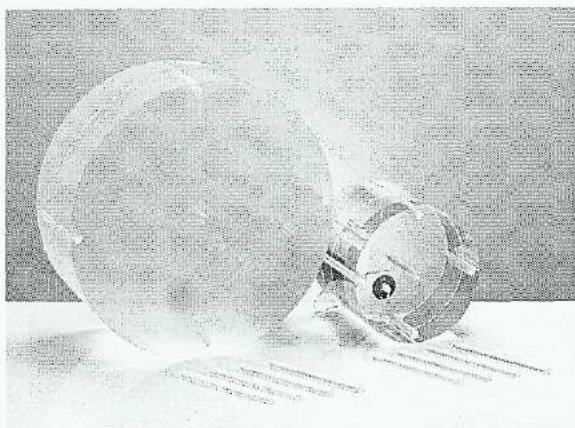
Fantomas CTDI para pelve (esquerda) e cabeça (direita) produzidos com água sólida. Esse fantoma é tradicionalmente utilizado para medidas de dose visando o cálculo do CT-DI_w [6].
